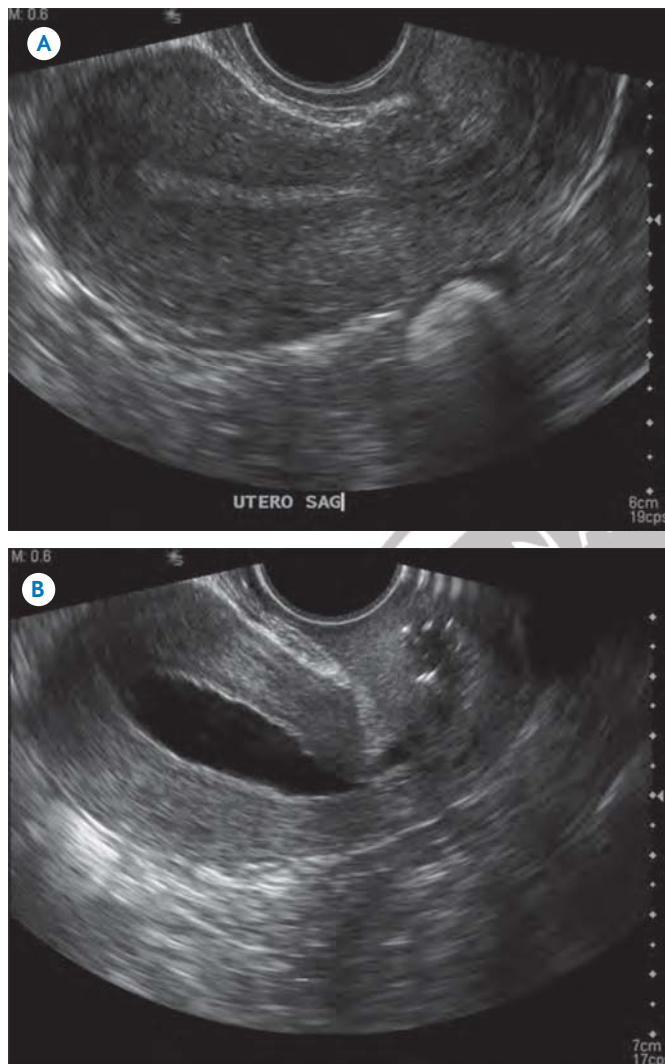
A) Ultrasonido endovaginal que muestra ecos endometriales normales. B) Sonohisterografía: distensión adecuada de la cavidad endometrial con su contorno delgado y ecogénico.
